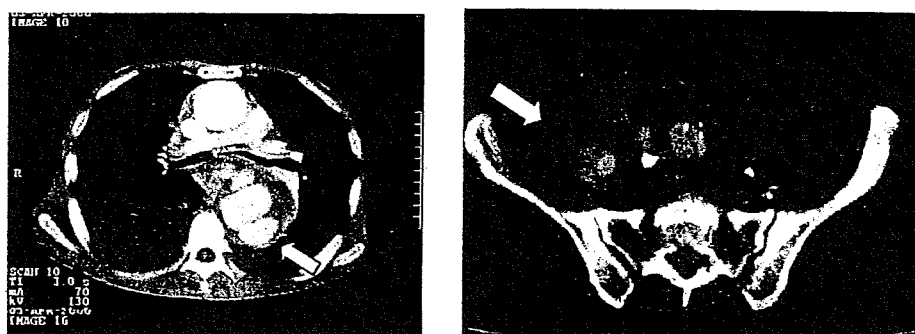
図左は前医における術前胸部造影CT写真。胸部下行大動脈の仮性瘤(→)を形成しており、また右胸腔内に穿破しているのが認められる。図右は右腸骨動脈からの仮性動脈瘤であり多房性に仮性瘤(→)を形成している。
